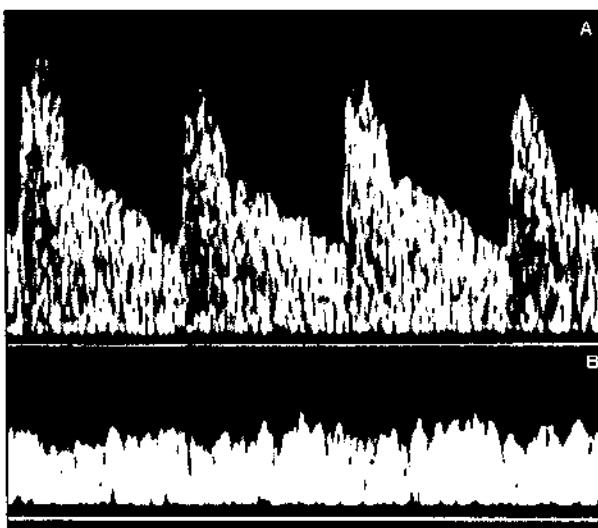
Achiziție Doppler
